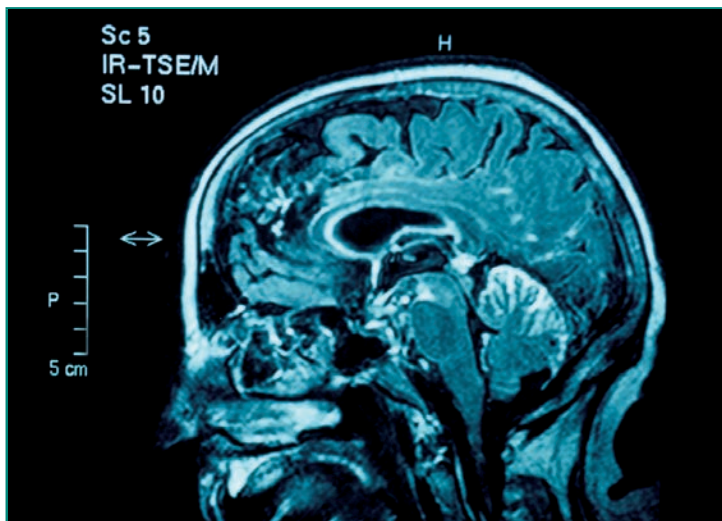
Infiltración del SNC por linfoma: RMN craneal sagital con contraste. Se observa realce difuso de las superficies meníngeas.
